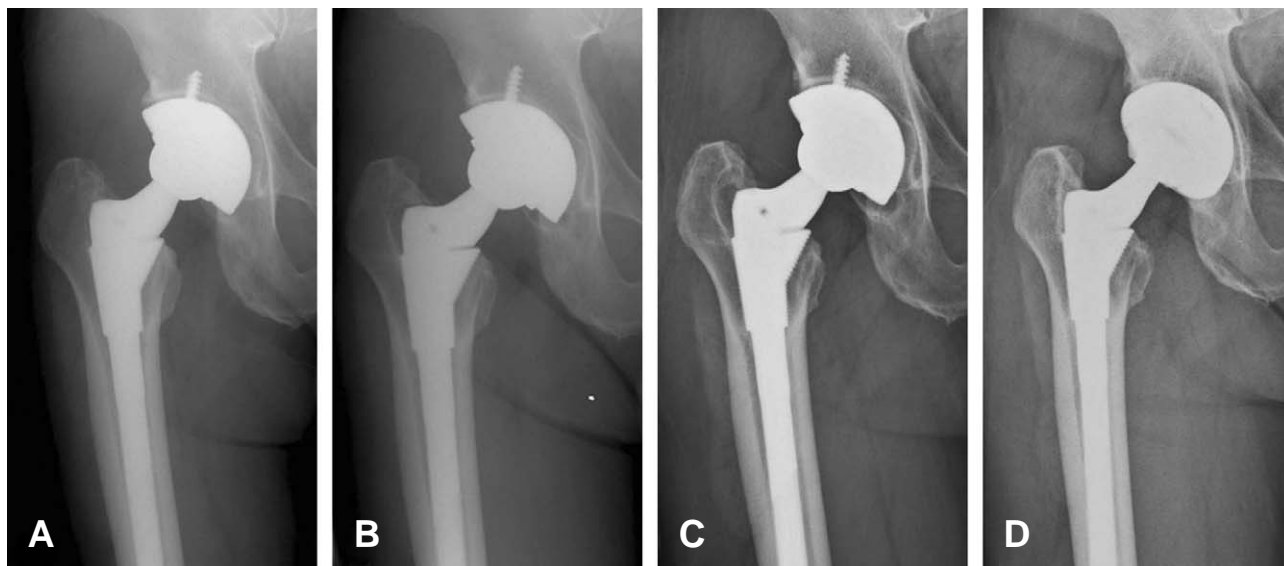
A 63-year-old man had undergone a total hip arthroplasty for the treatment of osteonecrosis of the femoral head with a metal-on-metal bearing. (A) Radiograph made 3 months after the index operation. (B) Radiograph made 1.5 year after the index operation showing an osteolytic lesion in the greater trochanteric area. (C) Radiograph made 6 years after the index operation showed an increased size of the femoral osteolytic lesion and a newly developed osteolysis in the acetabular area. He underwent revision operation in order to exchange a metal-on-metal bearing into a ceramic-on-ceramic bearing because of persistent pain in the right hip. (D) Radiograph made 2 years after the revision operation showing a healing of the osteolytic lesion.
